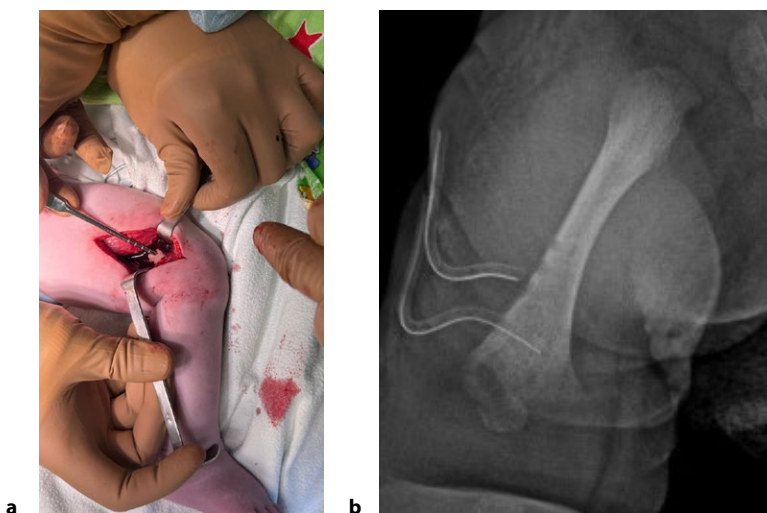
Пациент С. (интраоперационное фото): а – по вскрытию костномозгового канала при остеоперфорации правой бедренной кости выделился густой гной; б – рентгеновский контроль (навигация) положения дренажной трубки в костномозговом канале
